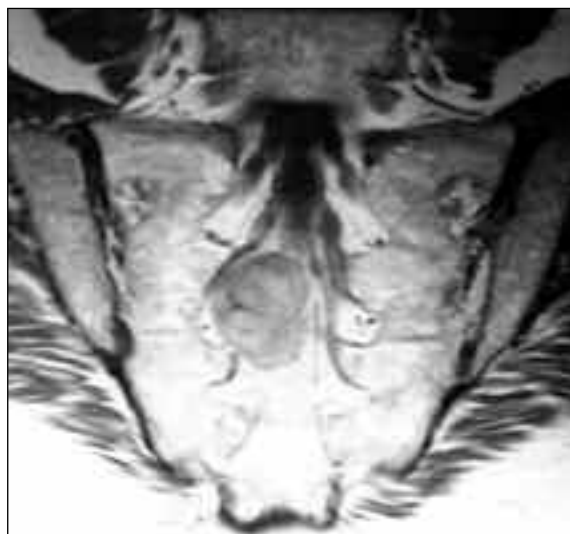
RM, planos coronal e axial, mostrando formação tumoral sagrada lateralizada à direita com compromisso das estruturas radiculares direitas. No plano axial é visível a raiz S2 esquerda livre.
